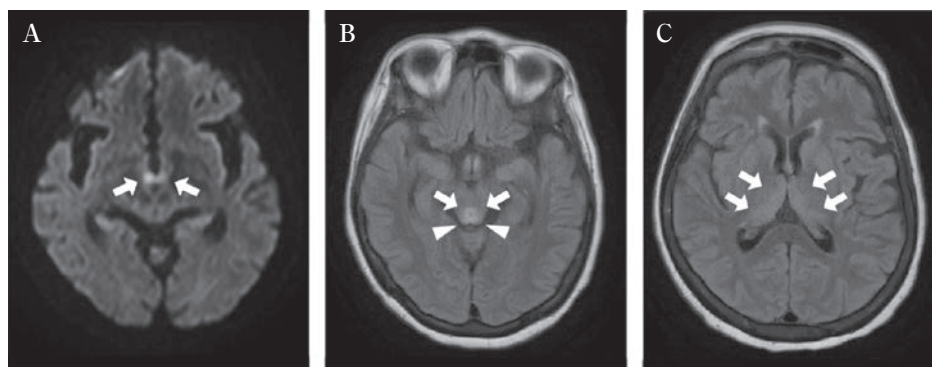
図 典型的病変を認めた Wernicke 脳症の自験例における頭部 MRI 所見
